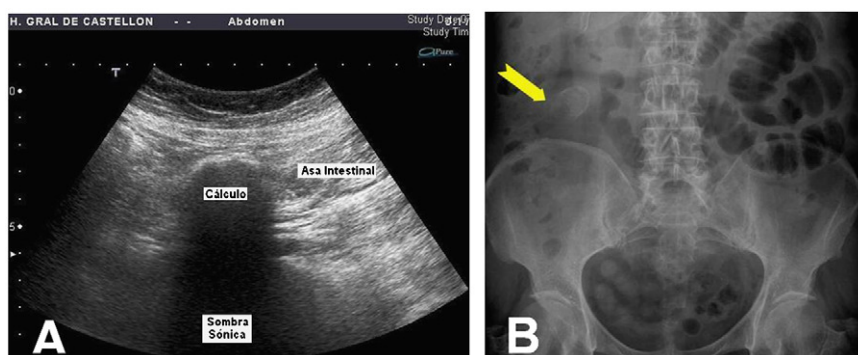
A) Imagen de ecografía en la que se aprecia una imagen de cálculo, con sombra sónica posterior dentro de un asa. B) Imagen de radiografía simple del abdomen donde se aprecian asas del intestino delgado dilatadas y un cálculo en hipocondrio derecho (flecha).
